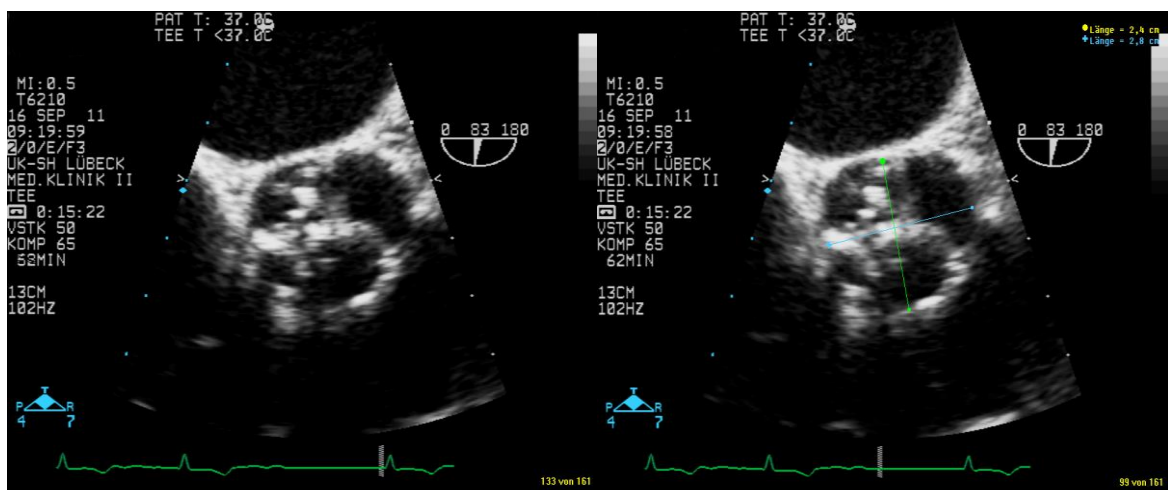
Echokardiografische Darstellung der Aortenklappe im Querschnitt zur Evaluation der Verkalkungsverteilung und der Aortenklappenexzentrizität.
